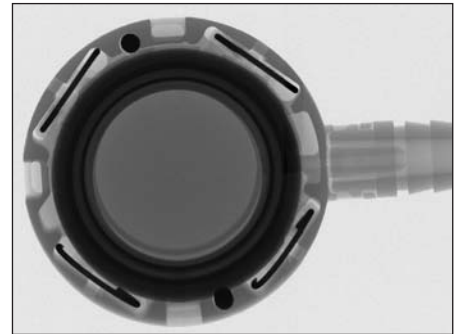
Cliché radiographique en vue de haut ou de bas du grand modèle du système LAP-BAND AP® avec voie d'entrée RapidPort® EZ
